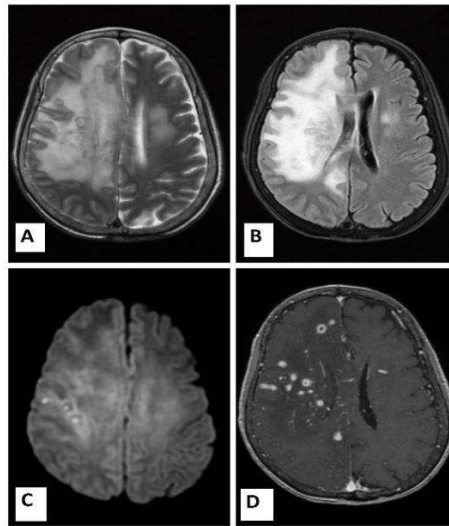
Hình ảnh phổ biến nhất trong bệnh Melioidosis hệ thần kinh trung ương là áp xe não. Tuy nhiên, có thể thấy viêm não màng não, viêm não thân não hoặc áp xe dưới màng cứng. Áp xe dưới hoặc ngoài màng cứng được nhìn thấy khi có sự lan rộng trực tiếp của tổn thương từ viêm tủy xương đa đầu hoặc xương sọ^{9,10}. Hình ảnh CHT áp xe não do bệnh Melioidosis thường xuất hiện dưới dạng tổn thương tăng tín hiệu trên ảnh T2W, T2 FLAIR, hạn chế khuếch tán trung tâm như đã thấy trong áp xe sinh mủ, có nhiều ổ áp xe nhỏ ngấm thuốc dạng vòng, thành mỏng. Phù não có thể được nhìn thấy xung quanh ổ áp xe. Những áp xe này có xu hướng liên kết và lan rộng dọc theo ranh giới chất trắng - chất xám, hạch nền và nhân dây thần kinh sinh ba. Có thể thấy hình ảnh dày màng não^{9,10,11}.
